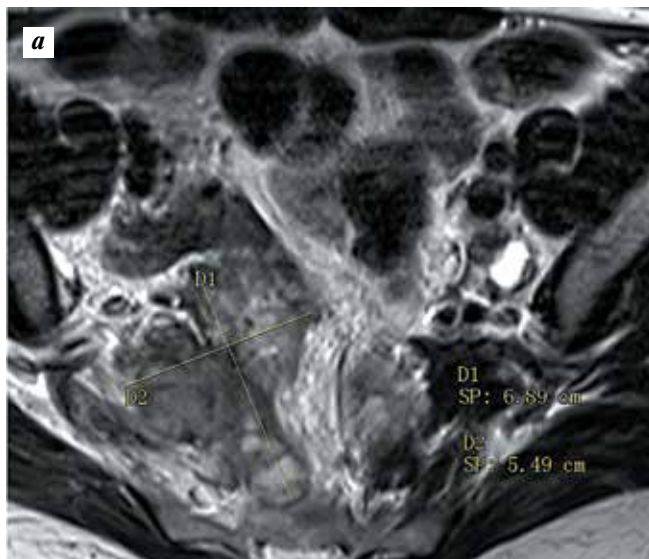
Пациентка А. Магнитно-резонансная томограмма малого таза, фронтальный срез: а – внекишечный опухолевый узел с инфильтрацией внутренних подвздошных сосудов и крестца размером 6,89 см (04.02.2015); б – сохраняется участок фиброза вдоль внутренних подвздошных сосудов без инфильтрации крестца, без признаков опухолевого роста (29.09.2015, через 9 мес после завершения ХЛТ)
